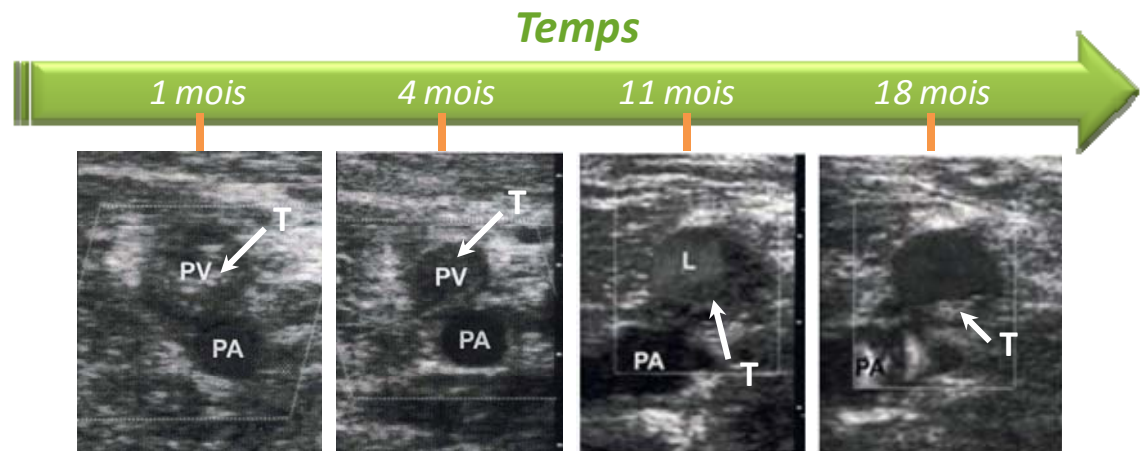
Examens ultrasonographiques en mode-B du segment poplité des membres inférieurs (PV : veine poplitée, PA : artère poplitée, L : lumière veineuse, T : thrombus) pour un même patient en fonction du temps. Évolution sur 18 mois de l'anatomie (diamètre des veines) et des propriétés acoustiques (échogénicité) du réseau veineux pathologique (thrombose veineuse totale d'une maturité de 1 et 4 mois, puis partielle pour les mois 11 et 18). Adapté de [49].
